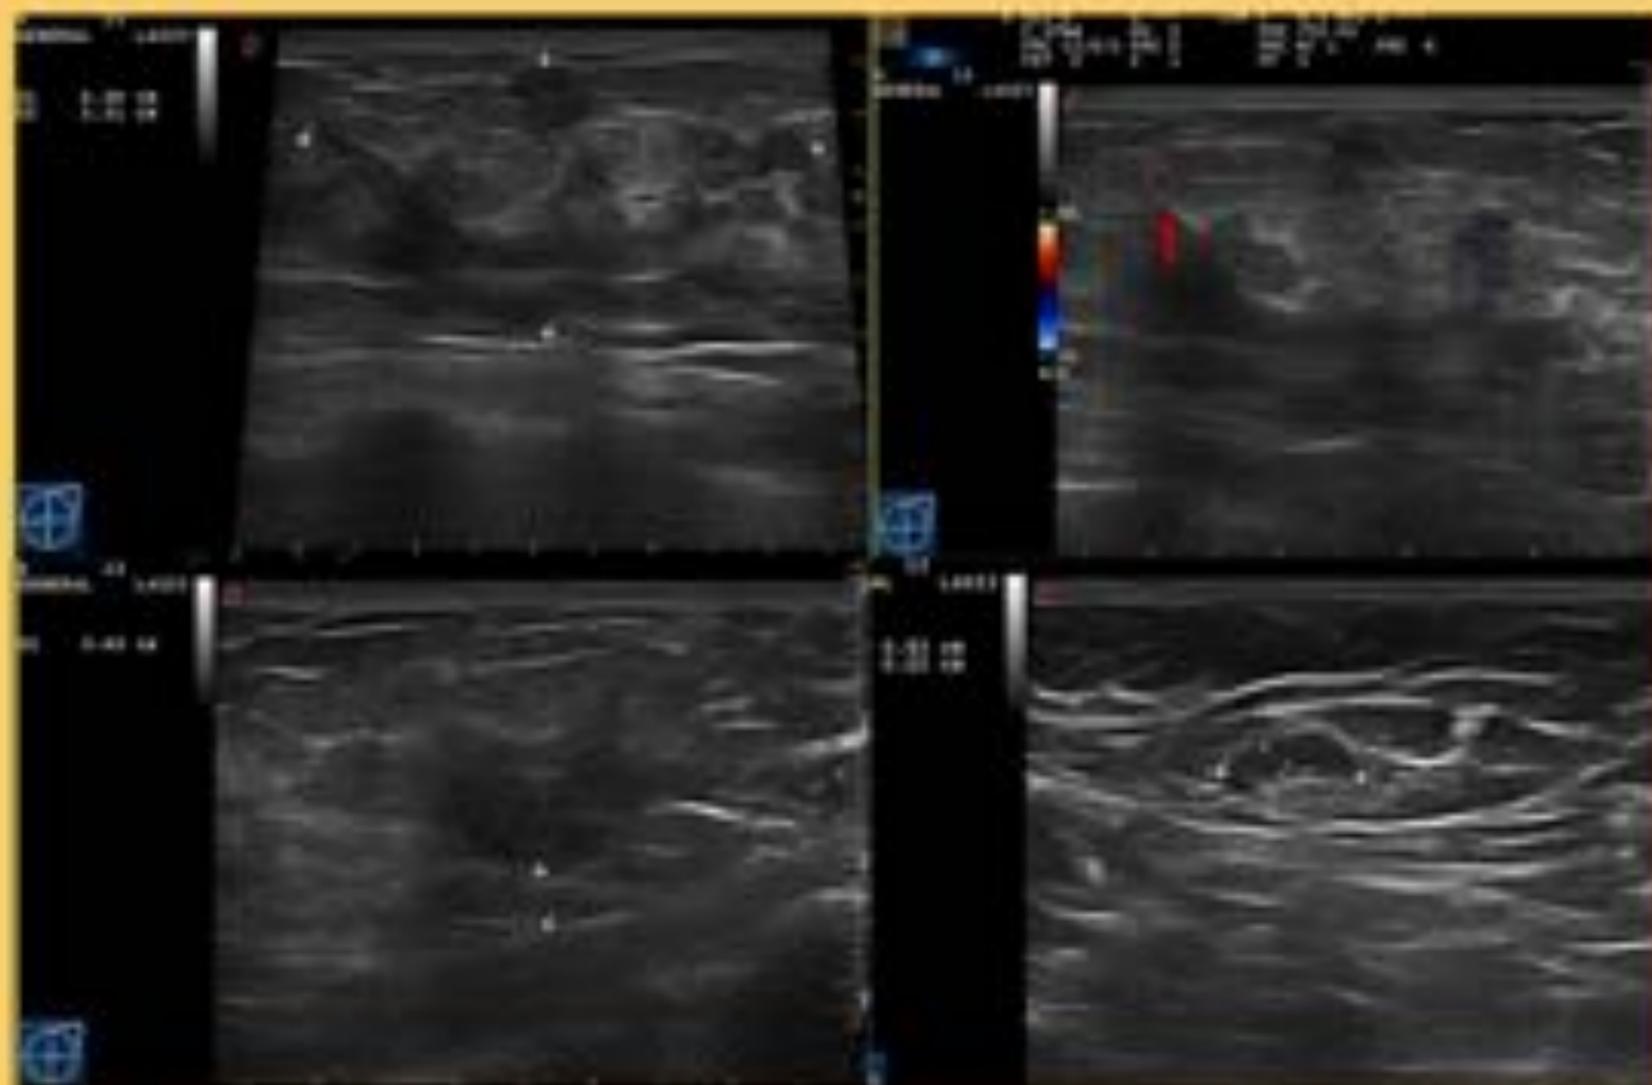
Ecografía: (Fig. 5,6,7) Masa hipoecólica de bordes mal definidos (43 x 23 mm aprox) en CII que se extiende a UCI de MI. Ocupa gran espesor del tejido mamario, extendiéndose desde 4 mm del músculo pectoral hasta prácticamente dermis, con aparentes prolongaciones digitiformes a tejido celular subcutáneo. No se observa aumento de la vascularización significativa (sólo levemente en los márgenes periféricos de la lesión).
